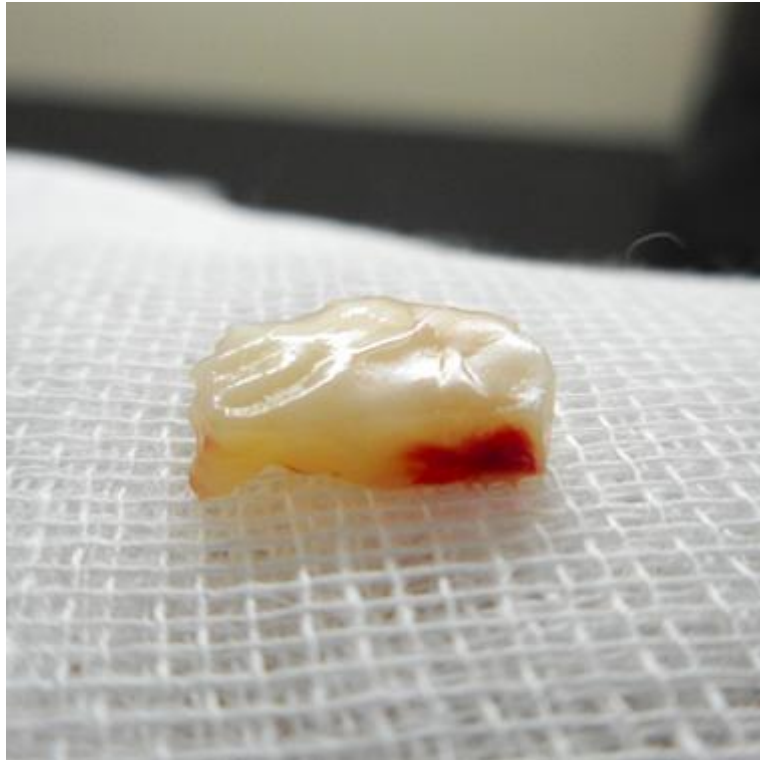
Gross observation of chondrogenic differentiated adipose-derived stem cell on Tutoplast[®] cartilage (ADSC-TC) at postoperative week 4.
